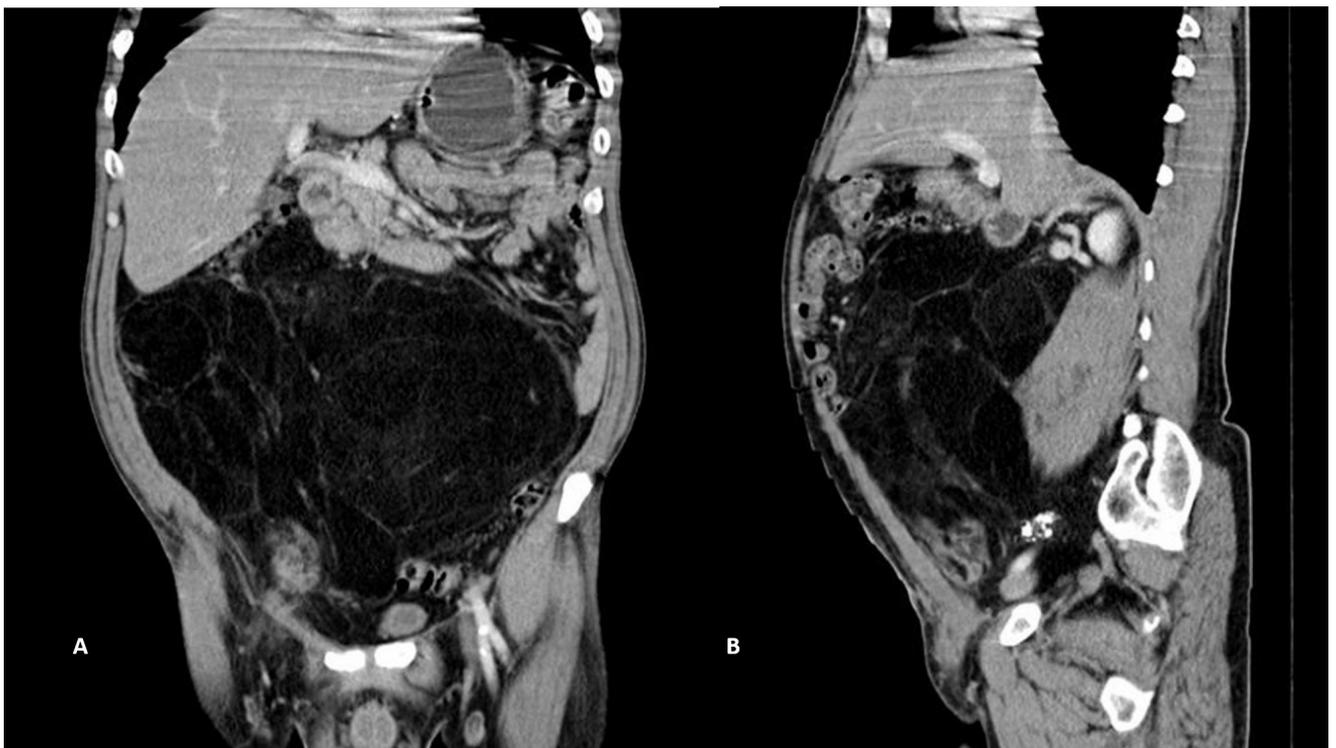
A) Abdominopelvic CT, coronal view; B) Abdominopelvic CT, sagittal view
